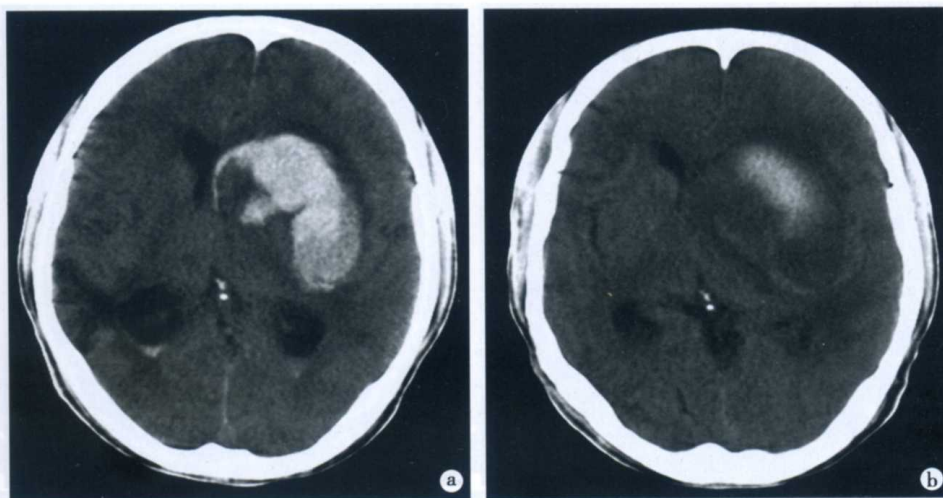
急性、亚急性脑出血的 CT 表现
